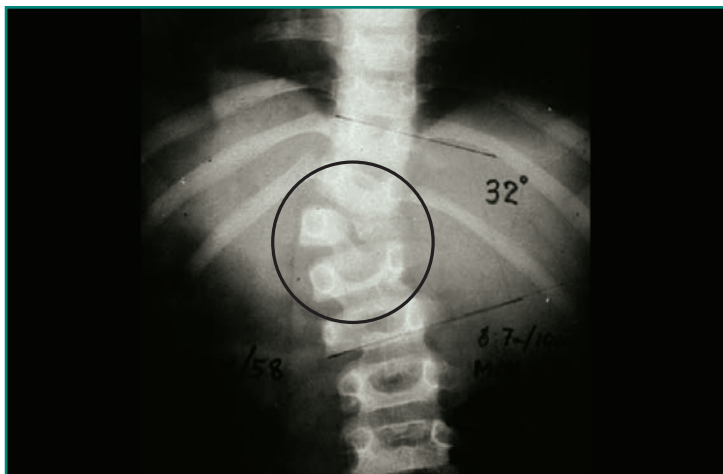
Telerradiografía anteroposterior de columna vertebral que muestra una escoliosis congénita secundaria a una hemivértebra.
